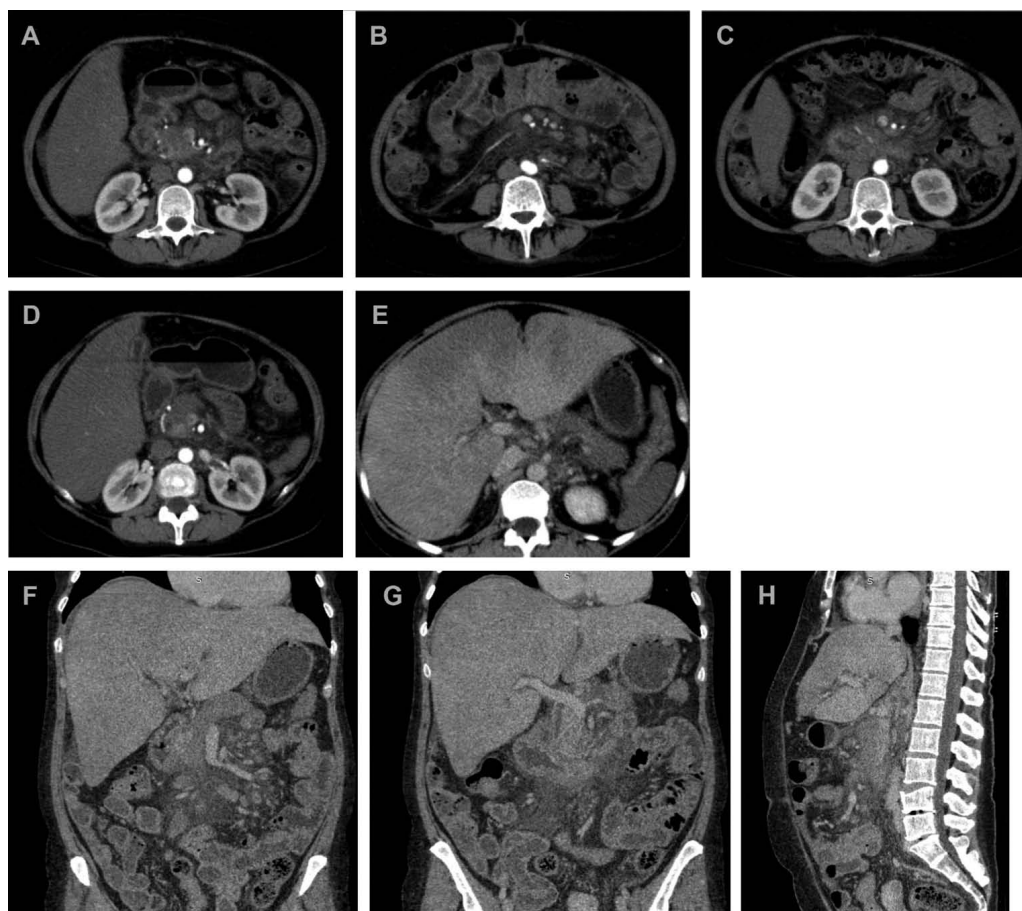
Computed tomography of the abdominal cavity and retroperitoneal space with intravenous contrast enhancement: (A) aortic phase; stranding around the pancreatic head and in the retroperitoneal tissue; renal parenchyma is not thinned, of normal size, cortico-cerebral differentiation is preserved; (B) cord-like mesenteric root of the small intestine, mesenteric tissue is diffusely swollen and dense; increased number and size of mesenteric lymph nodes 10–12–15 cm — signs of mesenteric panniculitis; (C) duodenum walls are swollen, three-layered, slightly thickened, mostly in the descending and in the lower horizontal part; (D) tissue stranding around the gallbladder, its walls are neither thickened nor hypervascular; (E) portal phase; uneven contrast of the liver parenchyma, decreased liver density in the portal phase; the spleen is not enlarged; a thin strip of perihepatic effusion (4 mm); signs of chronic pancreatitis; (F) coronal projection, portal phase; the liver is enlarged (267×172×197 mm), with clear even contours, diffuse uneven decrease in parenchymal density, mainly in the subcapsular areas, which is more evident in the venous phase (becomes homogeneous upon delayed phase); mesenteric lymphadenopathy; the contours of the pancreatic head are indistinct; (G) duodenum — stranding of the tissue adjacent to the lower horizontal part; stranding of the parapancreatic tissue in the pancreatic body; (H) sagittal projection; stranding of the retroperitoneal tissue
